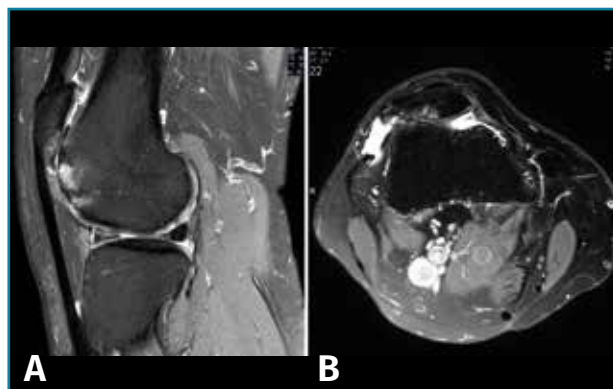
Corte de secuencia sagital (A) y axial (B) T2 Fat-Sat de RM de rodilla: lesiones osteocondrales en el fémur y la rótula.
